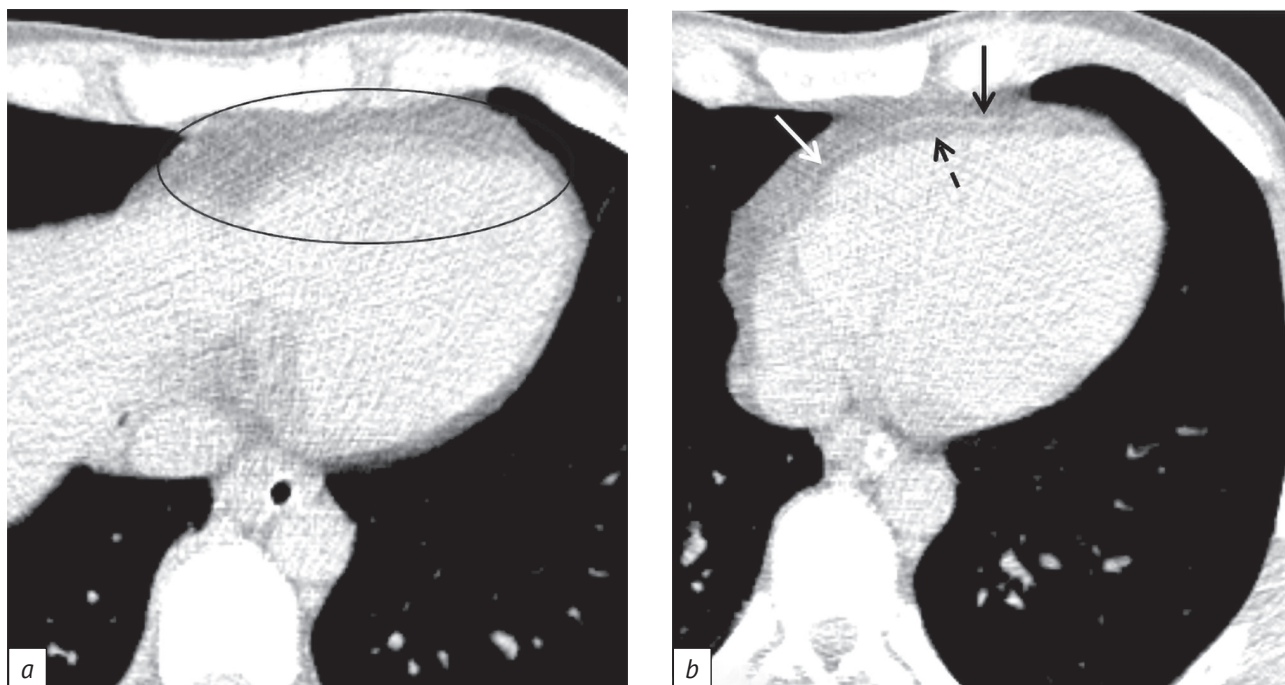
Зависимость визуализации перикарда от фазы цикла сердечных сокращений. Компьютерная томография, стандартная программа исследования, прокрутка изображений:
